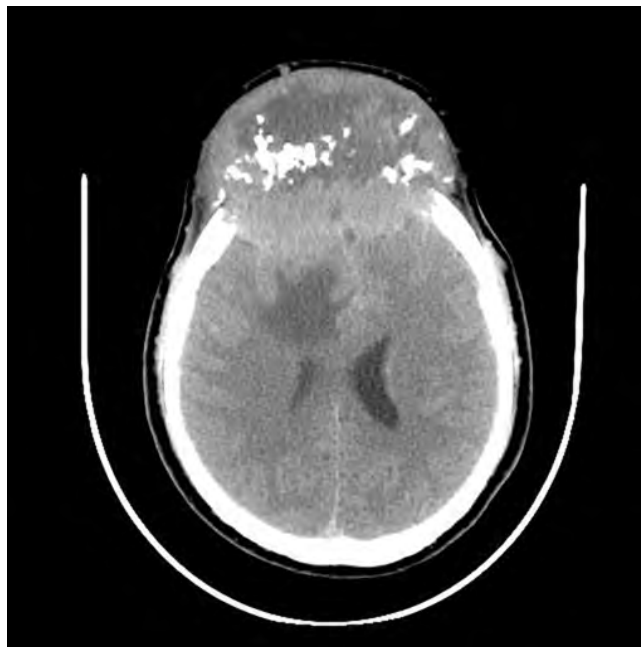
Tomografía de cráneo en fase simple, corte axial en donde se evidencia lesión infiltrativa con destrucción del hueso frontal e invasión intracraneal, con efecto de masa sobre lóbulos frontales y sistema ventricular.
